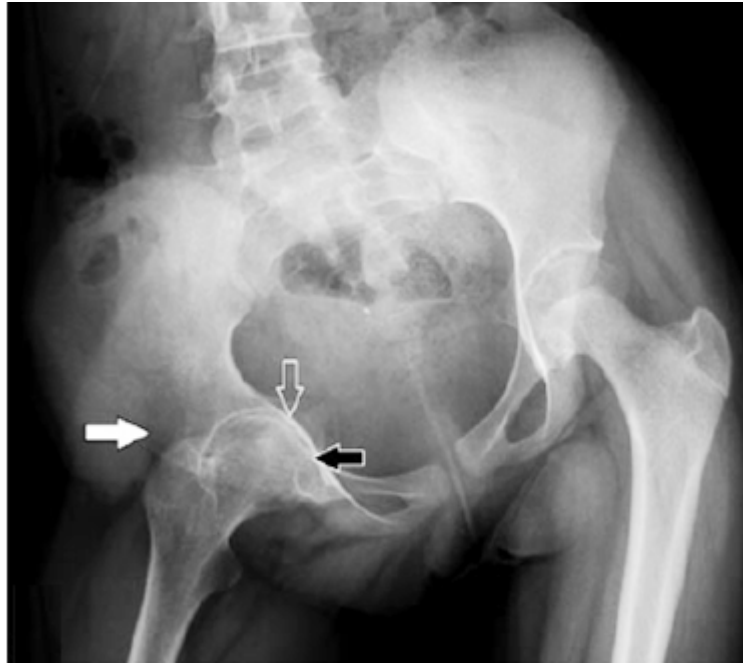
Radiographie du bassin face ; inclinaison du bassin à droite avec un rétrécissement diffus de l'espace articulaire de la hanche droite plus marqué à la partie médiale (flèche noire) associée à une protrusion acétabulaire (flèche ouverte) et une ostéopénie périarticulaire (flèche blanche) [74].
